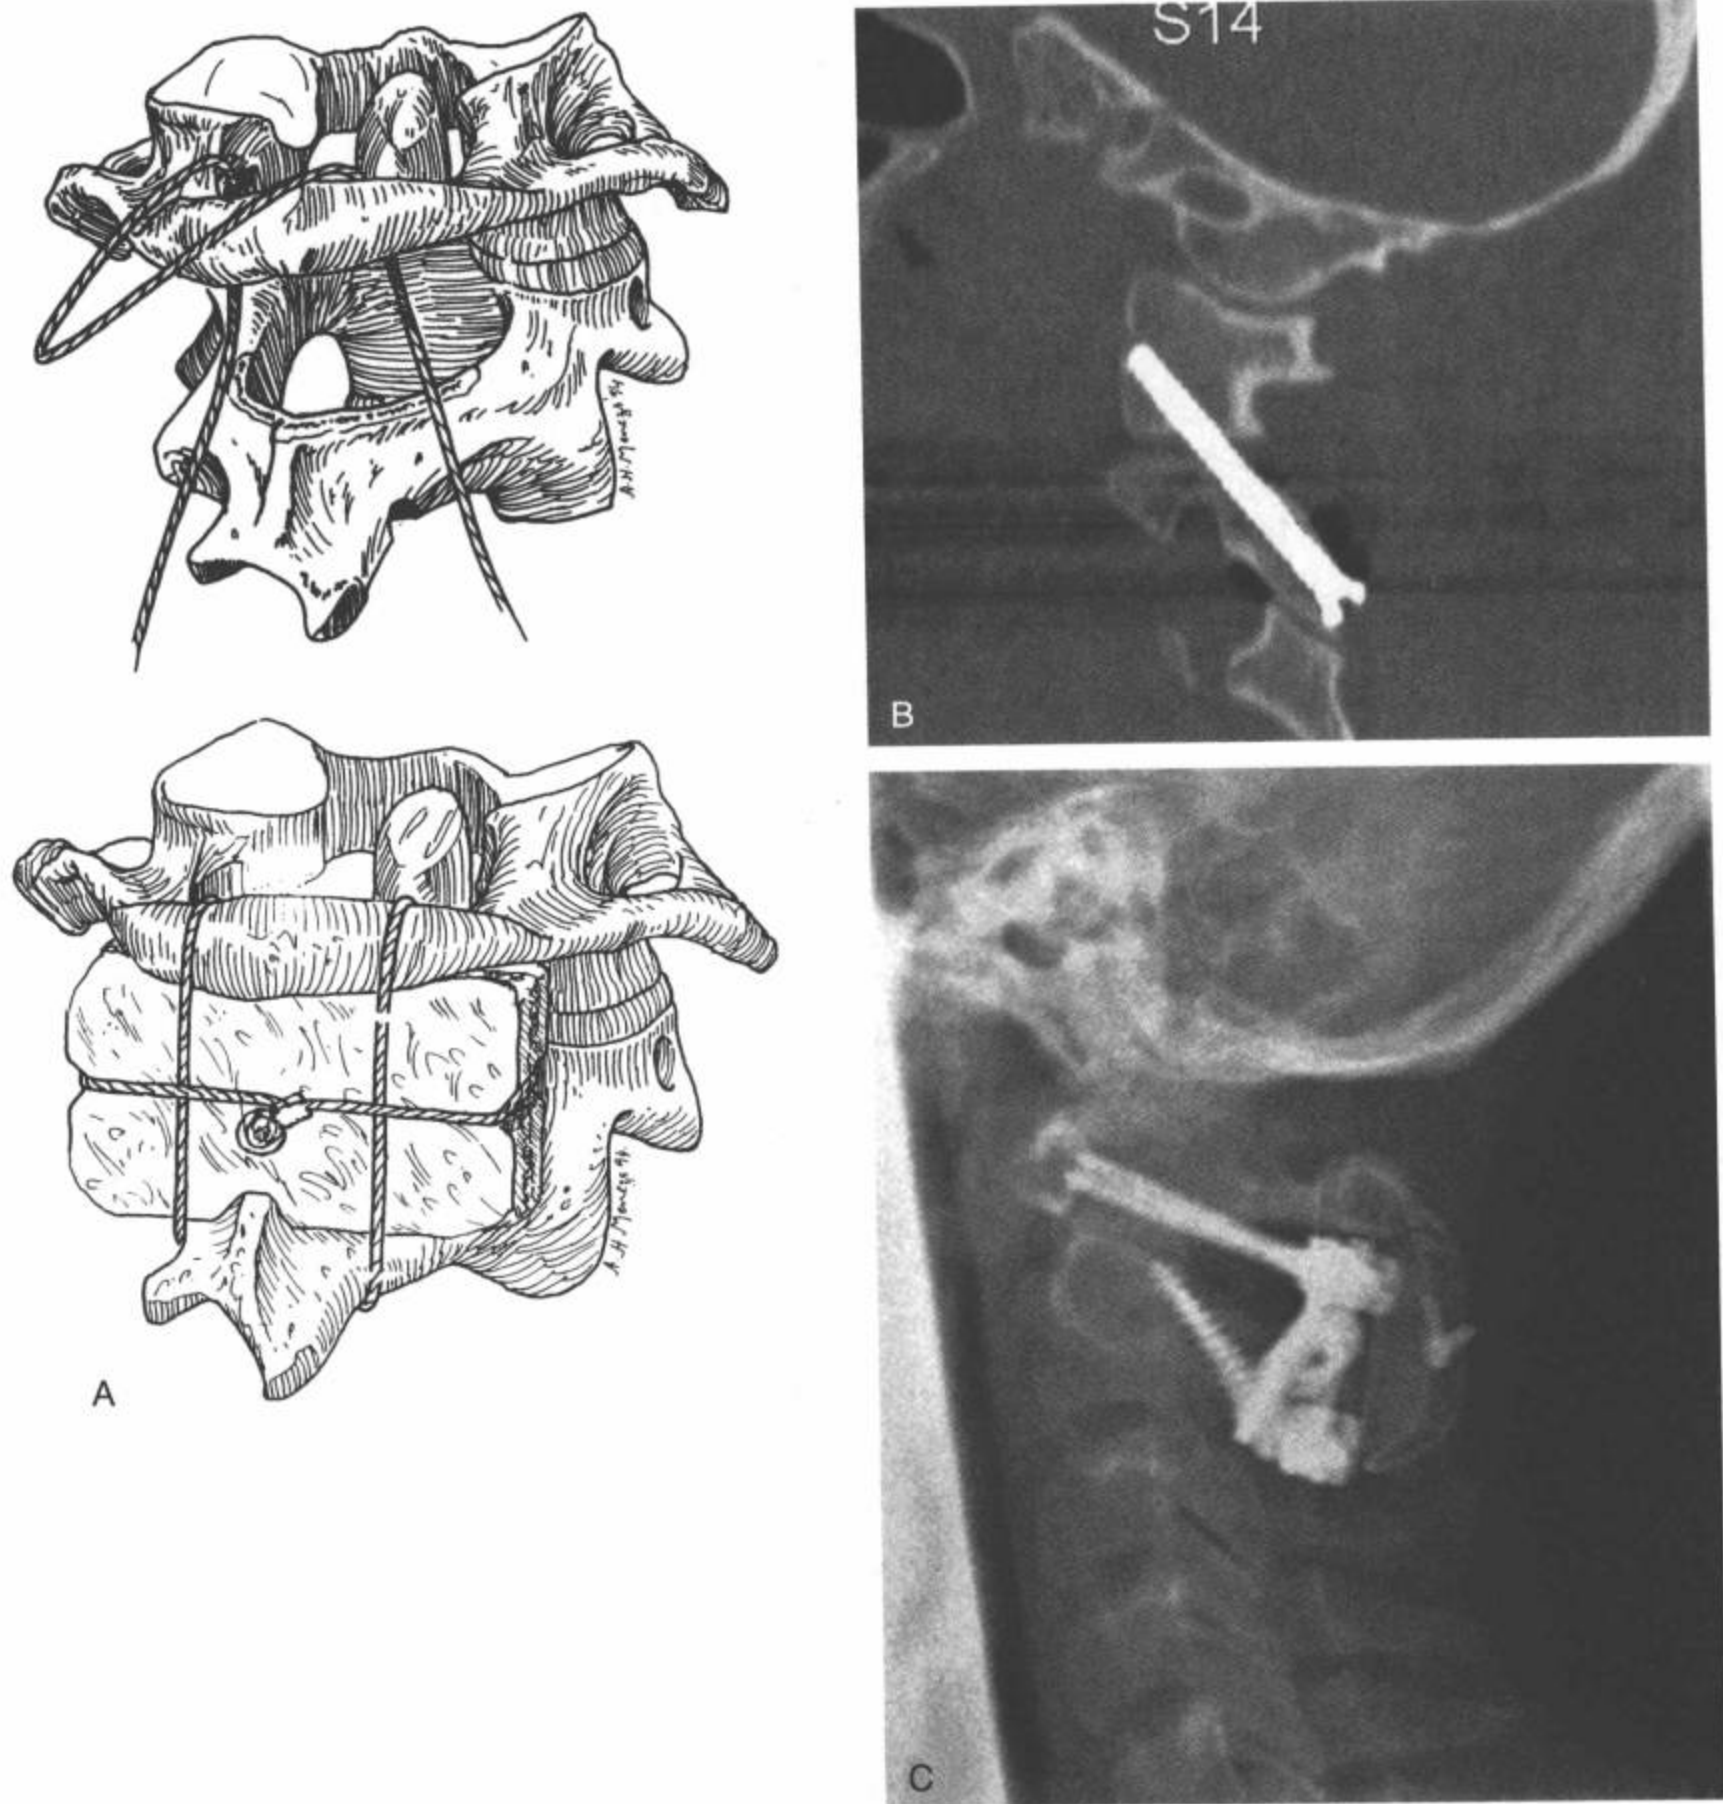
治疗 C1/C2 不稳的后路器械。A: 后路钢丝植骨技术 (Sonntag 融合) 的钢丝绳被放置于 C1 后环和 C2 棘突的周围, 用制作合适的移植骨放置于 C1 和 C2 之间, 改善稳定性并促进关节固定。(From: Weinstein SL. *Pediatric spine surgery*. 2nd ed. Philadelphia: Lippincott William & Wilkins; 2001:143, with permission.) B: CT 矢状面重建图像显示, C1/C2 经关节螺钉经 C2 椎弓峡部、跨越 C1/C2 侧块关节穿入 C1 侧块。C: 侧位片显示 C1/C2 螺钉和螺杆菌的构成, 包括到双侧 C1 侧块和椎弓根或 C2 椎弓峡部的螺钉。双侧螺杆菌放置于 C1 和 C2 的螺钉内以便稳定运动节段。两个经关节螺钉和有螺杆菌构件的 C1/C2 螺钉通常补充后路植骨钢丝技术以促进关节固定。
